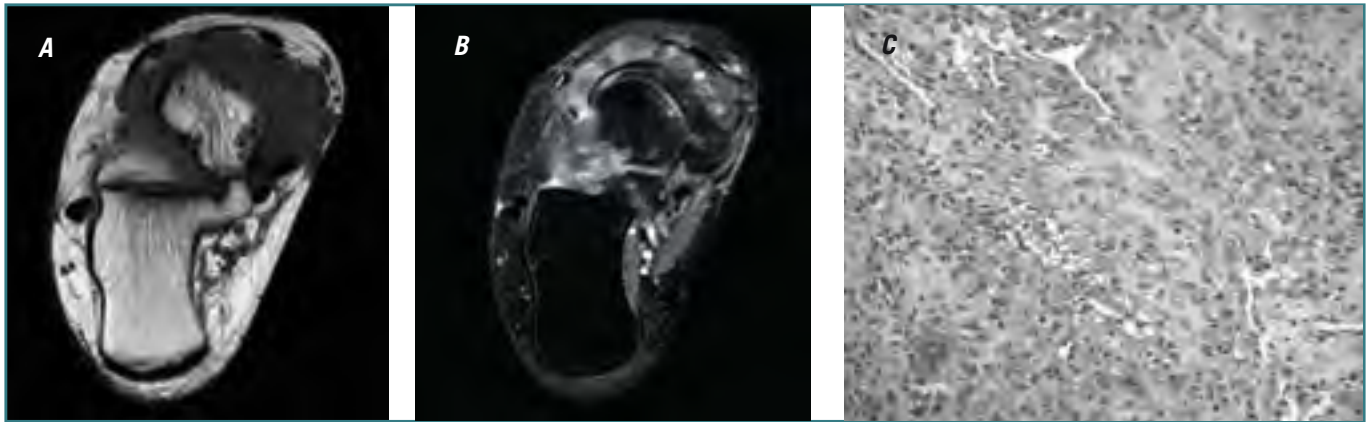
Paciente de un año de evolución que nota aparición de masa de partes blandas por delante del maléolo interno del tobillo derecho y por detrás del tendón del tibial anterior. Ha aumentado de tamaño y ocasionalmente es doloroso con el esfuerzo. A: Imagen RM axial potenciada en T_1 , en tobillo-retropié: ocupación y engrosamiento del receso anterior de la articulación del tobillo, entre los compartimentos tendinosos extensor y flexor, por material de contorno lobulado y señal heterogénea, con focos hipointensos. B: Imagen RM axial potenciada en T_2 : áreas de hiperintensidad de señal, relacionadas con sinovial inflamada y líquido articular, rodeando tejido con señal hipointensa por fibrosis y depósito de hemosiderina; afectación también del seno tarsiano. C: Anatomía patológica: proliferación de células mononucleadas, con restos de hendiduras sinoviales, hemorragia y células gigantes multinucleadas (HE 40 \times).
